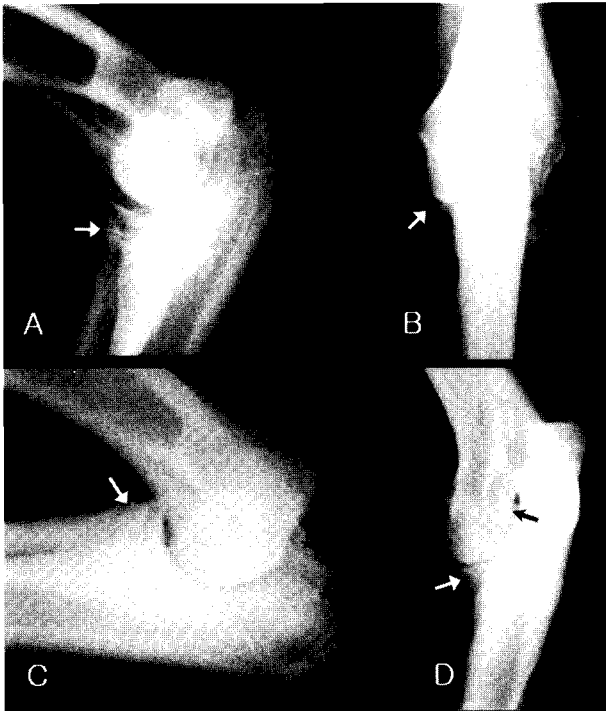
(A) Mediolateral, (B) craniocaudal, (C) flexed lateral and (D) craniolateral-caudomedial oblique radiographs of the left elbow joint. Bone fragments adjacent to the medial coronoid process can be seen (white arrows). Notice the subchondral bone sclerosis adjacent to the ulna trochlear notch, and also the osteophytes formation on the proximal aspect of the anconeal process (asterisks) on flexed lateral view (C). Mild joint incongruity (black arrow) can be seen clearly on oblique view (D).
